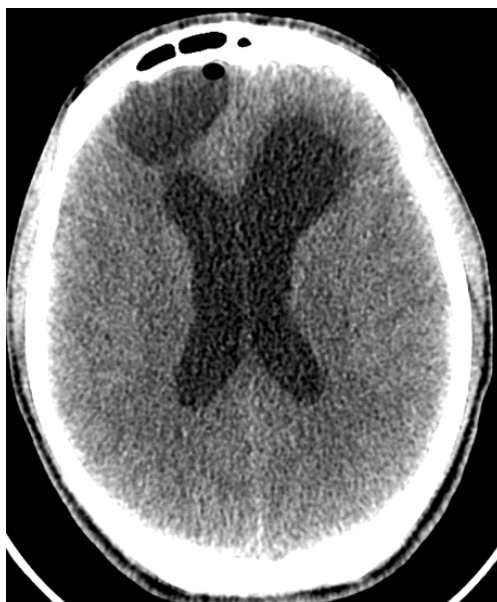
КТ головного мозга, аксиальная проекция, регресс пневмоцефалии, нарастание признаков гидроцефалии
